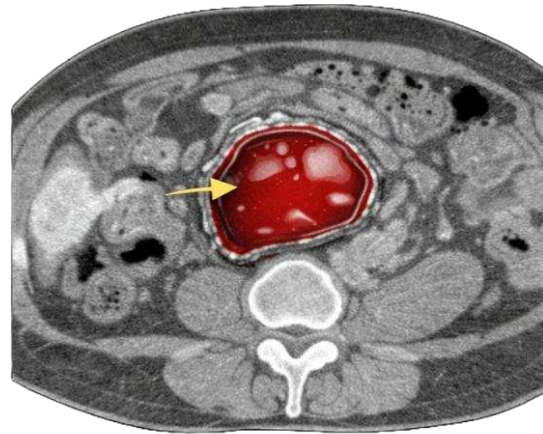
Ilustración esquemática de hematoma postquirúrgico en TC. Elaboración propia con ayuda de IA.
